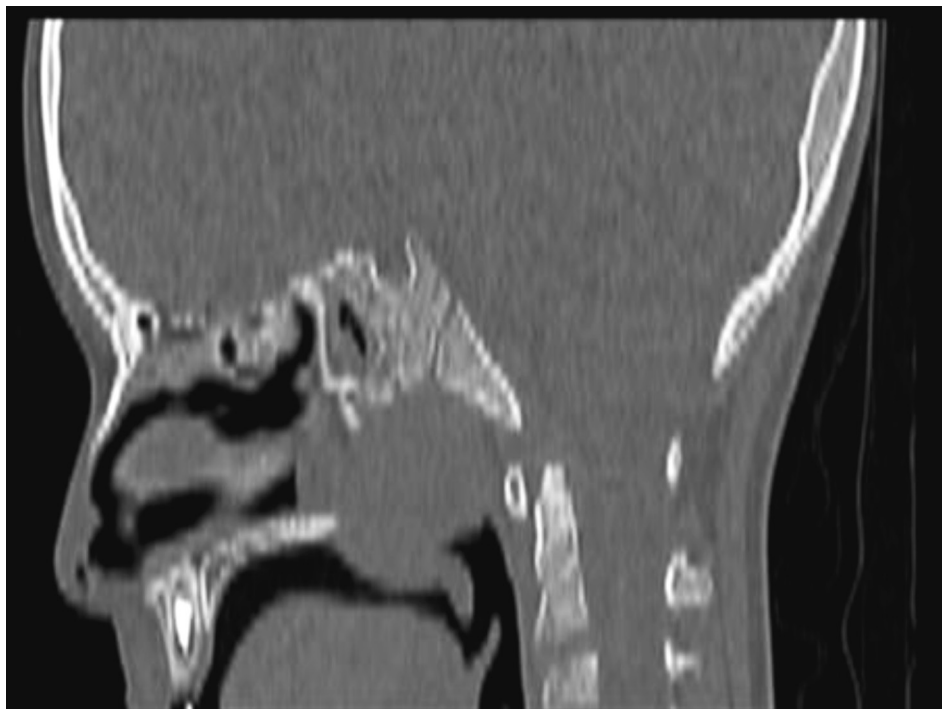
КТ лицевого черепа пациента, 22.12.2022 (патологический субстрат полости носа и носоглотке)
